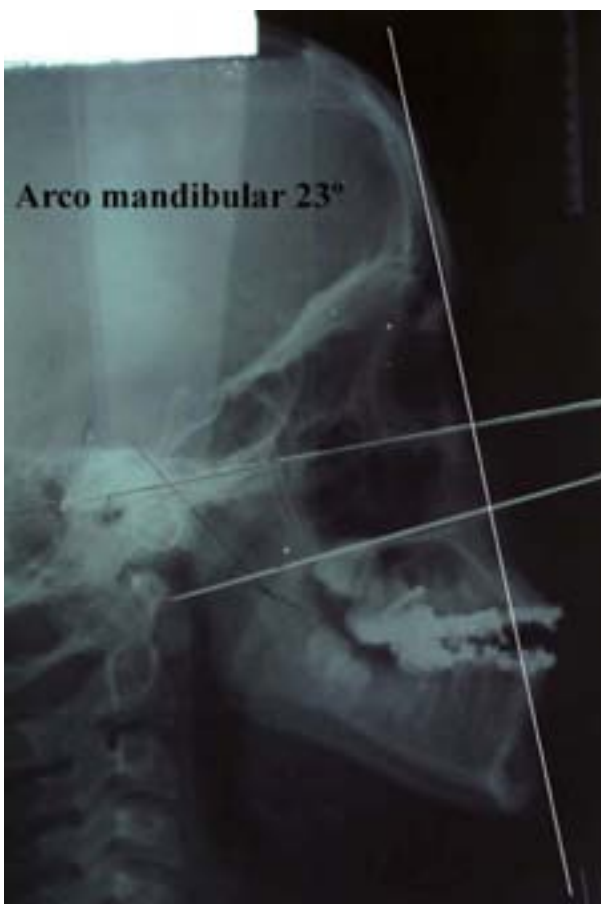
Radiografía lateral preoperatoria.
